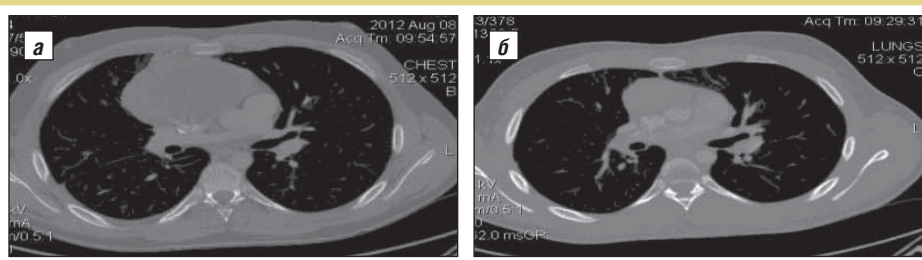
Клиническое наблюдение №1; пациент Н., 16 лет (сын); КТ грудной клетки (до лечения): а – в переднем средостении определяется конгломерат увеличенных, сливающихся ЛУ паратрахеальной, паравазальной, трахеобронхиальной групп, общими размерами не менее 110×60×135 мм; верхняя полая вена, верхняя плечеголовная вена, плечеголовная артерия проходят между узлами, прослеживаются отчетливо; б – после лечения: значительное уменьшение размеров внутригрудных ЛУ; визуализируются паравазальные ЛУ, размерами до 18×15 мм, паратрахеальные и трахеобронхиальные ЛУ размерами до 12 мм, бронхолегочные ЛУ справа, размерами до 14×11 мм; в переднем средостении – ЛУ, размерами 33×25 мм
